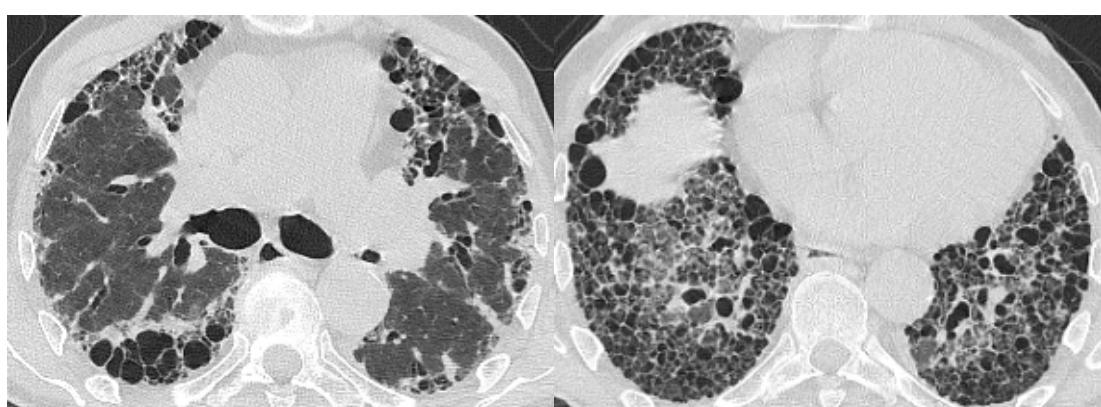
и 2с. КТ ОГК пациента с ИЛФ (срез на уровне бифуркации трахеи и нижних долей легких)
